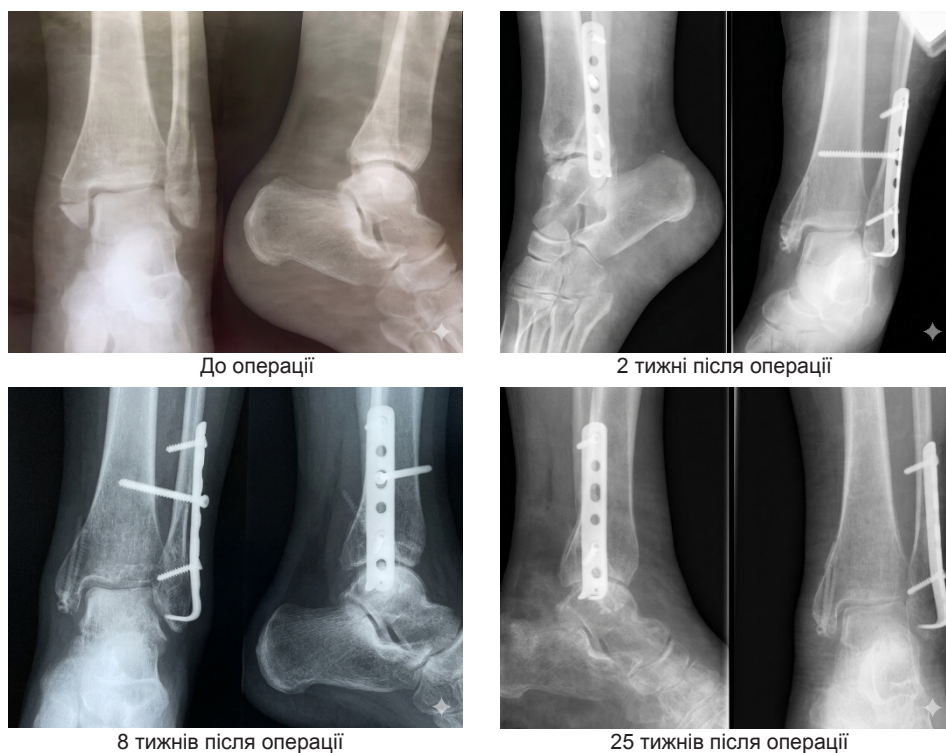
Рентгенограми пацієнтки Н., 53 роки.
